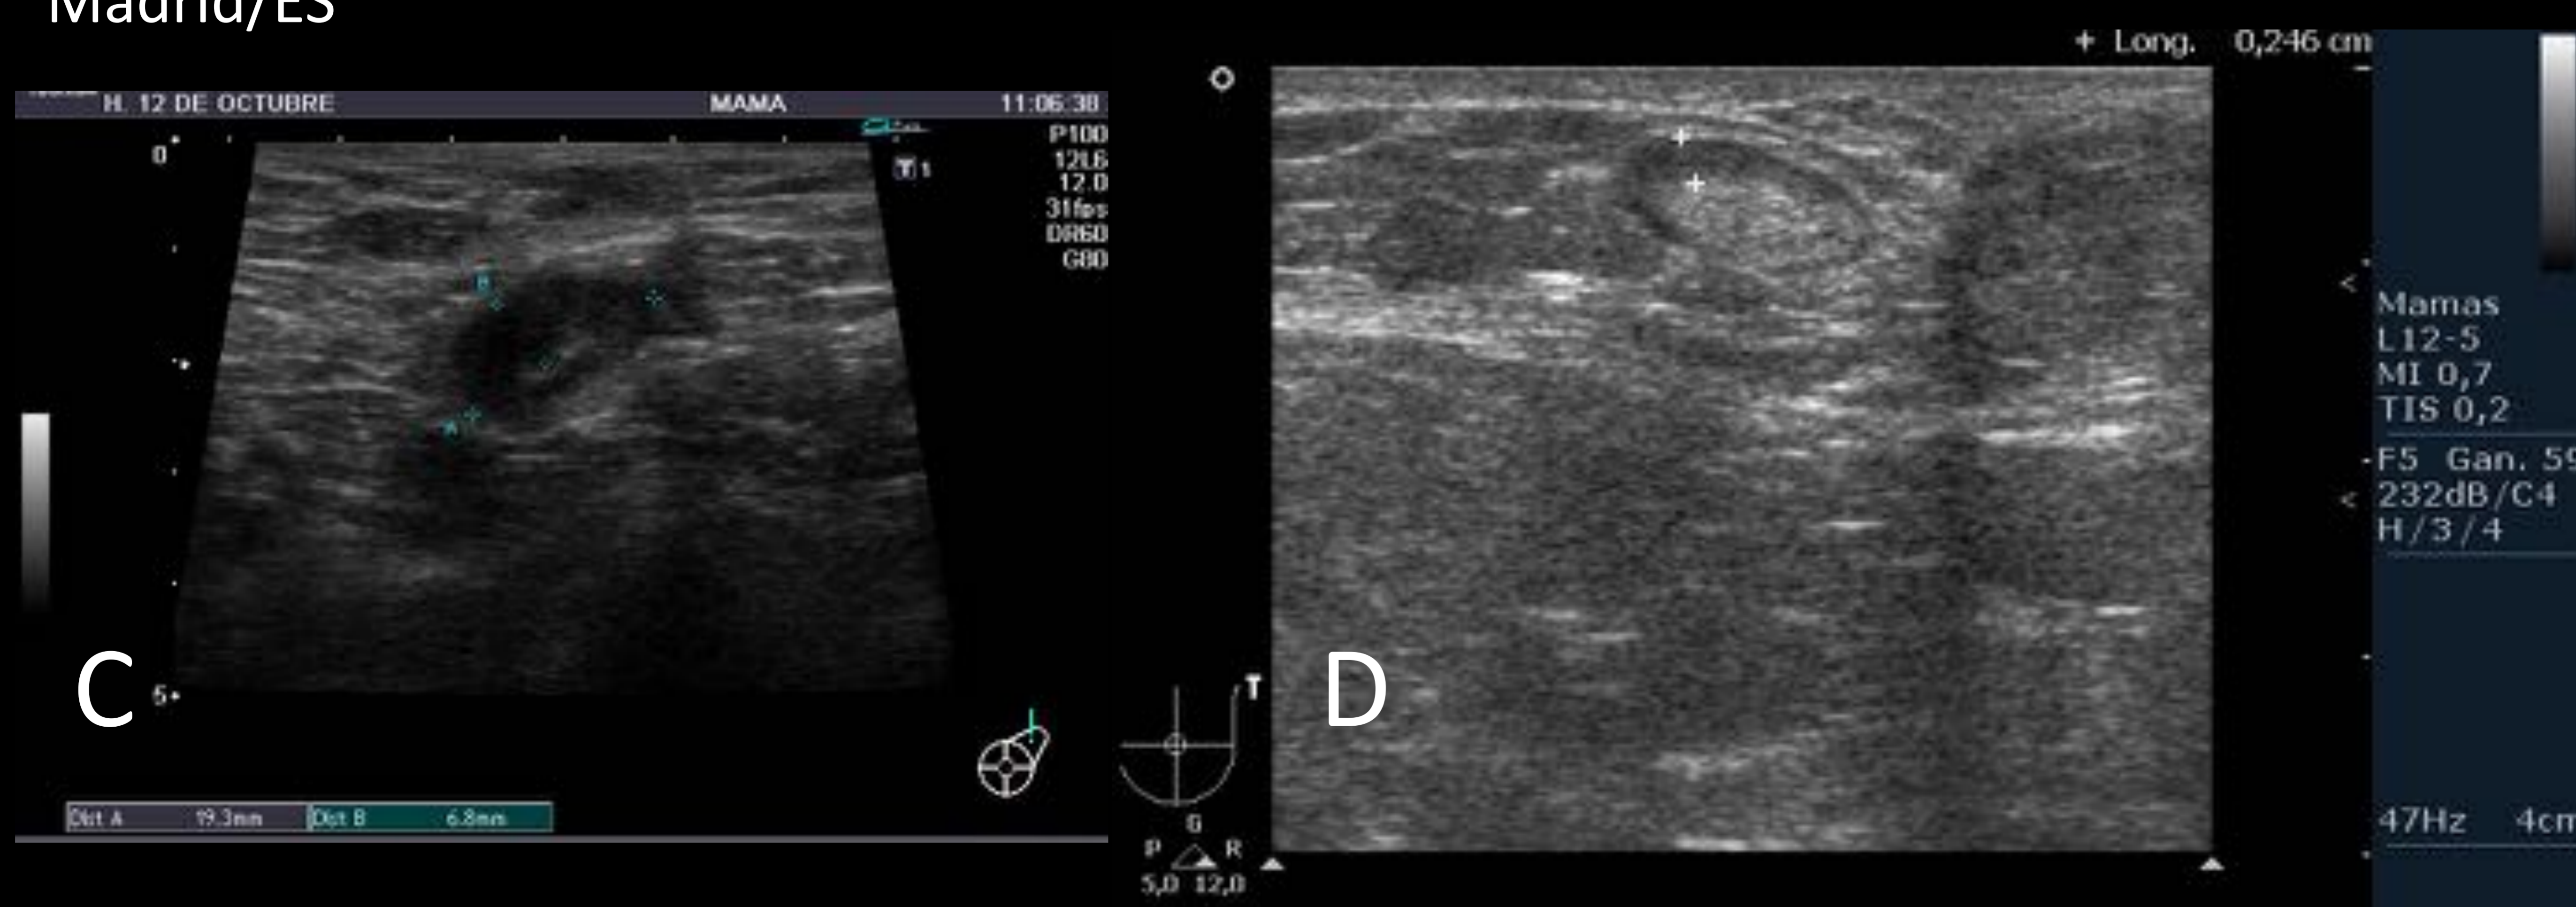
RM Secuencias axiales potenciadas en T1 pre (A) y postQT (B) donde se objetivan adenomegalias axilares izquierdas con PAAF: carcinoma con ganglios axilares de morfología normal postQT (B). Se objetiva también persistencia del engrosamiento cutáneo con resultado AP piel: sin evidencia de malignidad en mastectomía. En (C) se muestra ecografía axilar izquierda del mismo paciente pre (C) y postQT (D) con ganglio sospechoso de cortical engrosada preQT que se puncionó con resultado de carcinoma. (D) eco postQT con ganglio de morfología normal con PAAF negativa. Referencias: Radiodiagnóstico, H12Octubre-Madrid/ES
